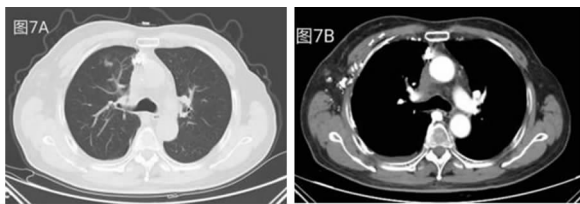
2021 年 6 月 15 日胸部增强 CT
